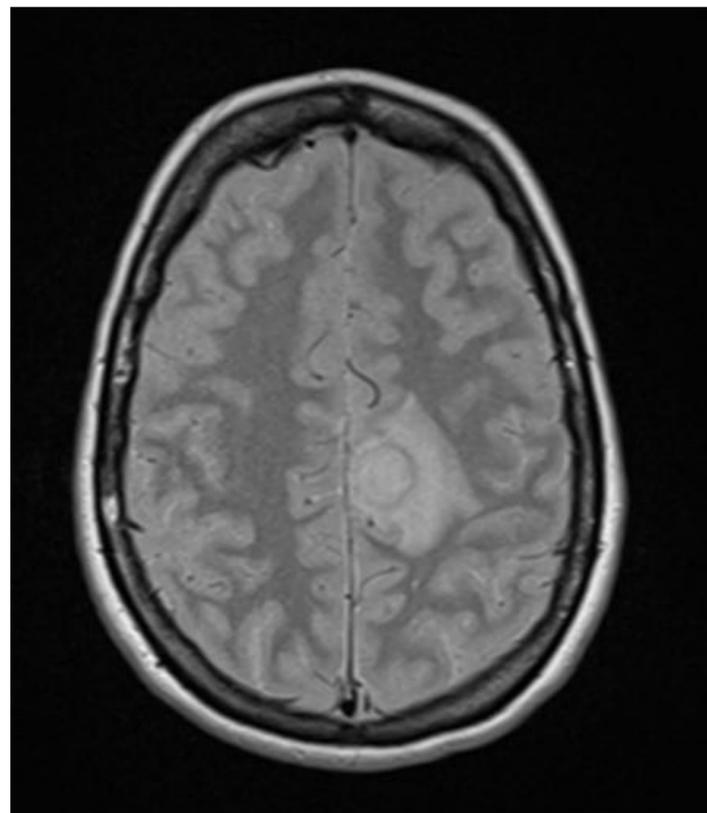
RM secuencia T2. Área hiperintensa rodeada de anillo hipointenso y edema perilesional.
